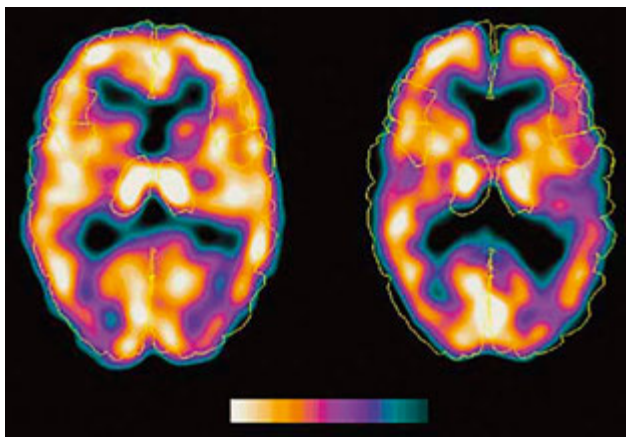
Однофотонна емісійна комп'ютерна томографія 62-річної здорової особи (зліва) та пацієнта М. (справа)
